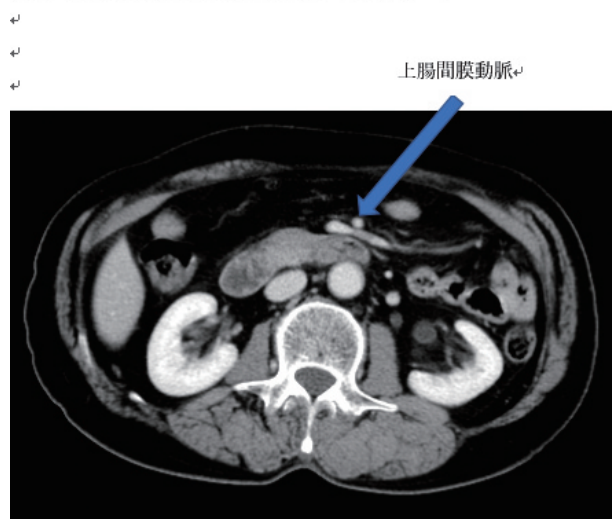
CT: 十二指腸が上腸間膜動脈に圧迫されている
